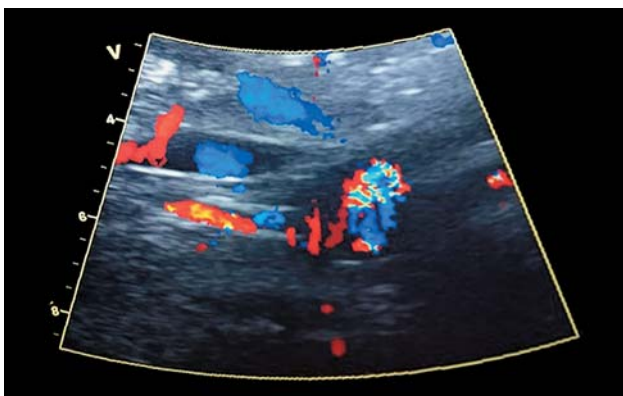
УЗИ левой почечной артерии после стентирования.
